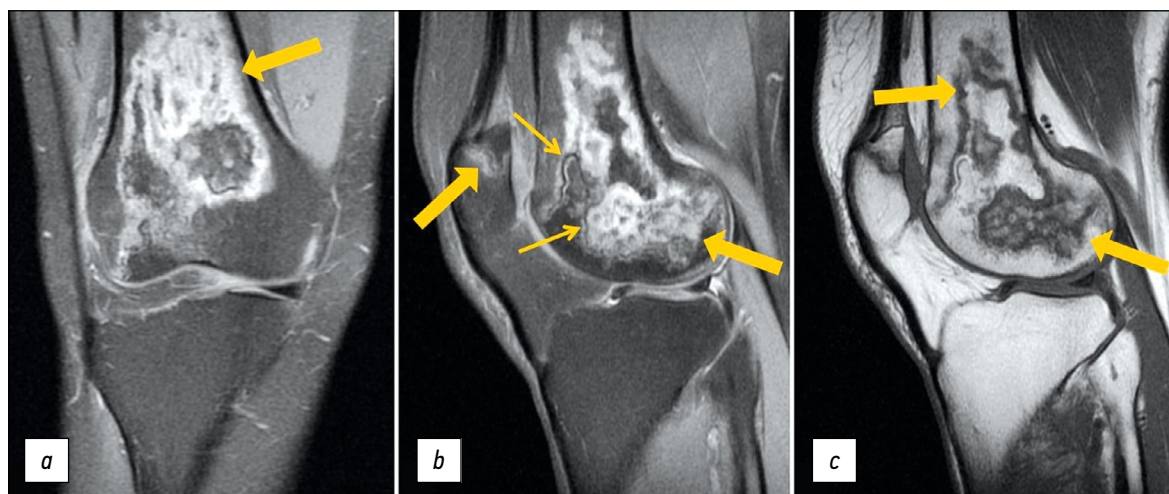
右膝关节的初级磁共振成像：PD-WI在冠状面（a）和矢状面（b）中具有来自脂肪组织的信号抑制，矢状面中的T1-WI（c）。粗箭头表示股骨髁和髌骨的异质、不规则形状（“地理”）MRI信号形式的骨髓水肿区域；细箭头表示PD-WI上内部高信号（肉芽组织）和外部低信号（骨硬化）线形式的“双线”症状。
